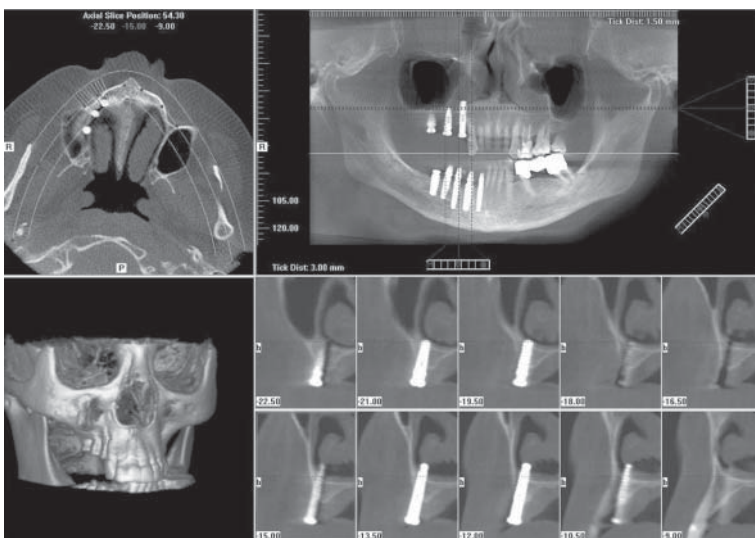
Дентальная объемная томография. Перфорация нижней стенки полости носа двумя имплантатами.
